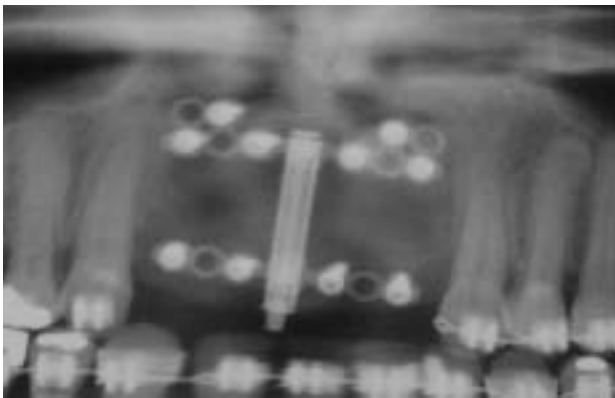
(A) imagen radiografica ampliada, donde puede apreciarse la ganancia en altura y hueso en el reborde alveolar. (B) Imagen clinica apreciándose la ganancia en altura y en tejidos blandos. Puede observarse tambien la exposicion del distractor.
